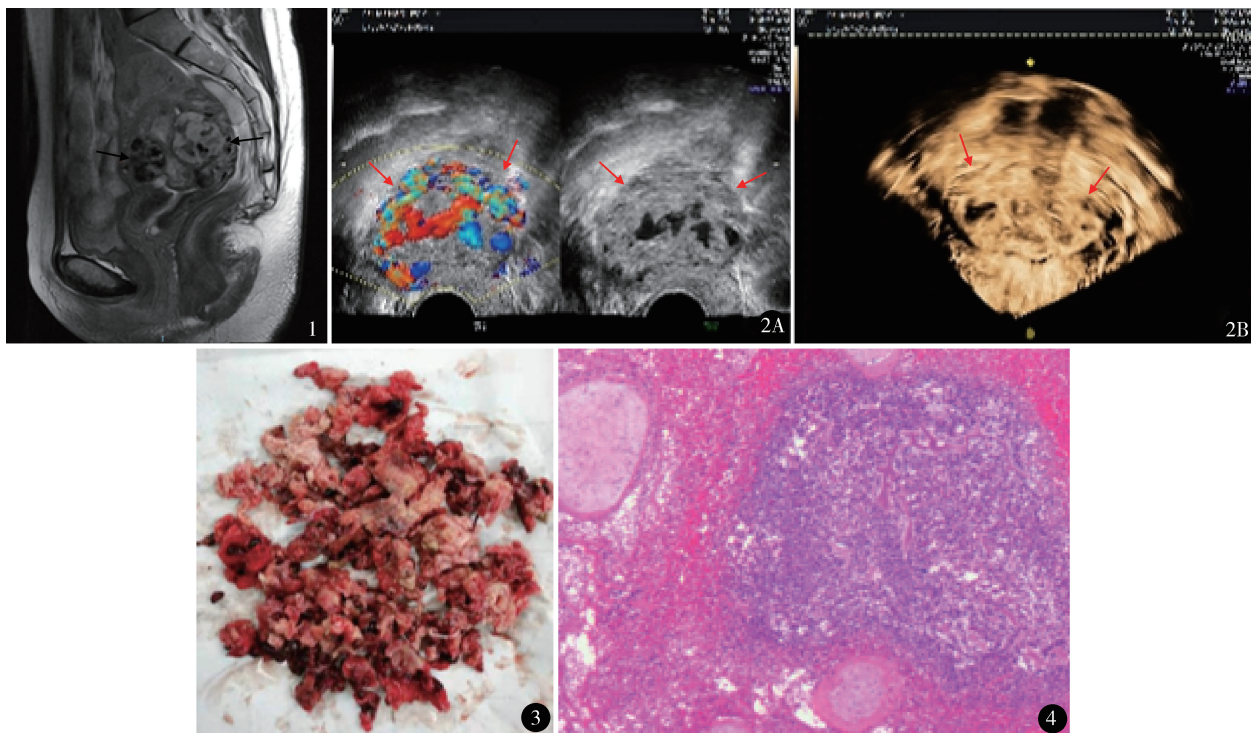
MRI 示宫腔异常回声影,内见多发迂曲血管影,肌壁厚薄及信号不均 图 2 三维多普勒彩超示宫腔中下段膨大呈“烧瓶状”,肌层回声不均,宫腔内异常回声血流丰富 图 3 术中宫腔妊娠物组织 图 4 显微镜下见退变的绒毛、蜕膜及变性坏死组织,局部伴中性粒细胞聚集(HE 染色 ×100)
